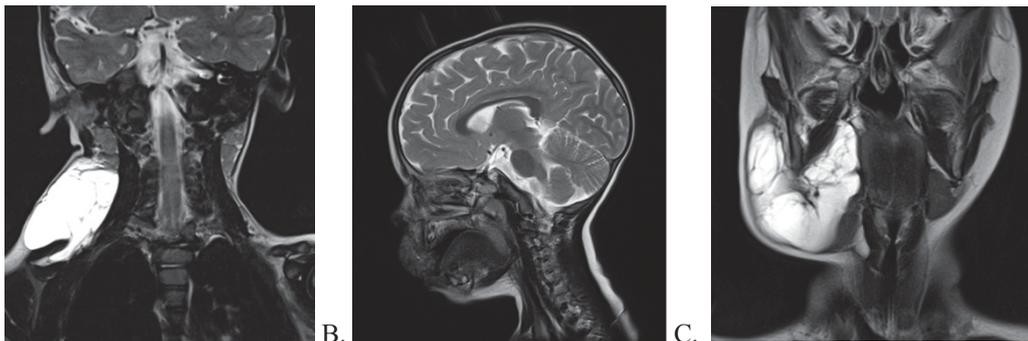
МРТ, режим T2 пацієнтів з ЛМ голови і ший: А – макрокістозна форма, В – мікрокістозна, С – змішана
